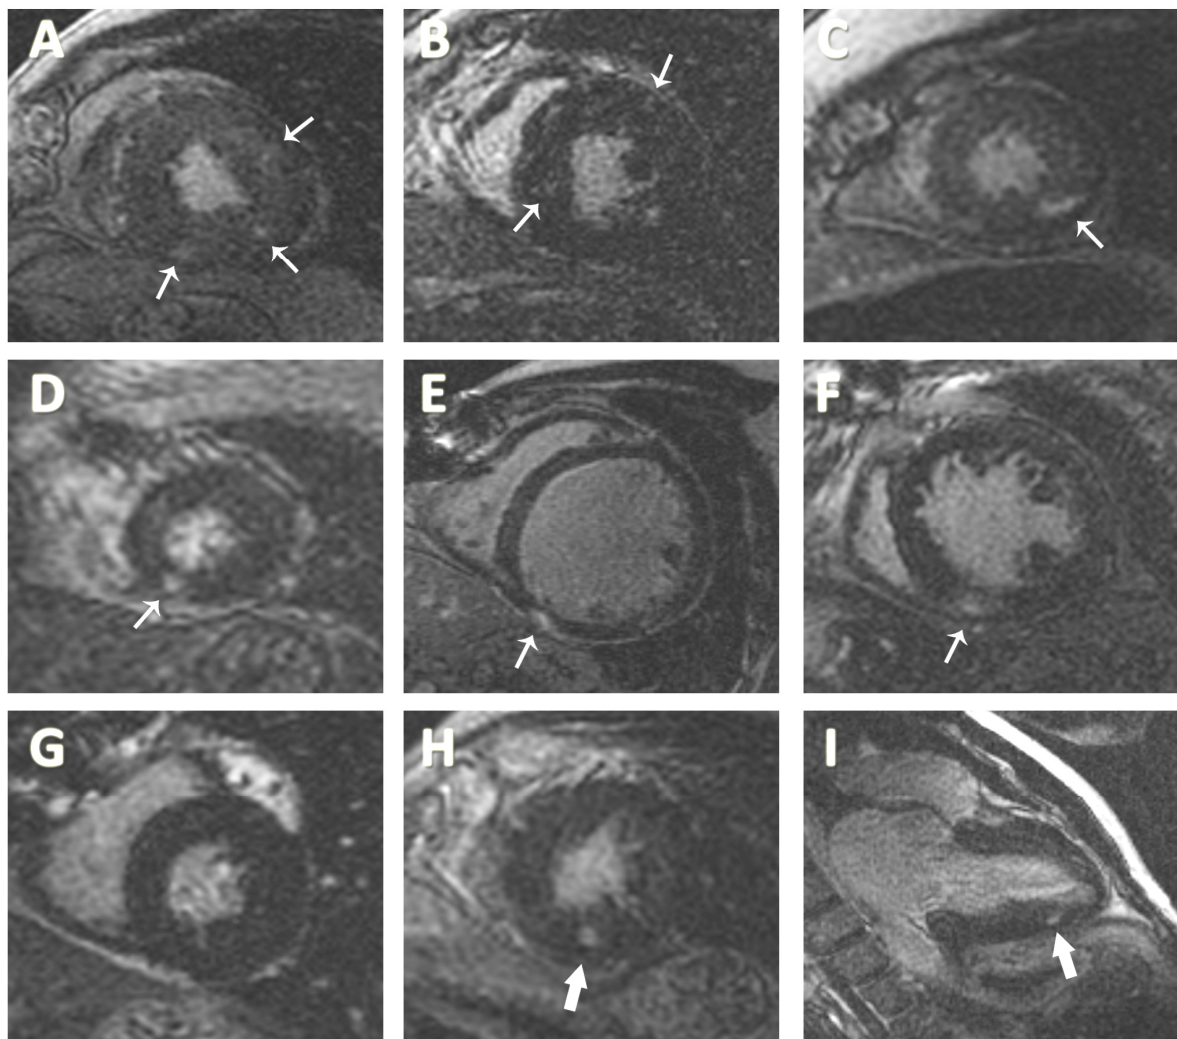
Imagens de realce tardio miocárdico de diferentes pacientes portadores de doença valvar aórtica grave. A. Imagem de um paciente com estenose aórtica grave demonstrando padrão de acúmulo multi-focal de fibrose miocárdica no VE. B. Imagem de outro paciente com estenose aórtica evidenciando dois focos de fibrose miocárdica neste corte do eixo curto do VE. C. Imagem de um paciente com insuficiência aórtica grave demonstrando uma nítida região de acúmulo focal de fibrose miocárdica na camada mesocárdica do segmento ínfero-apical. D-F. Imagens de um paciente com estenose aórtica (D) e de dois pacientes com insuficiência aórtica (E e F) evidenciando o acometimento mais frequente do VE junto aos pontos de inserção da parede livre do ventrículo direito. G. Imagem de um paciente com estenose aórtica grave que não apresentava nenhuma região de fibrose miocárdica pela ressonância magnética. H e I. Os focos de fibrose miocárdica identificados nas imagens do eixo curto do VE (H) também podiam ser visualizados nas imagens do eixo longo do VE (I).
